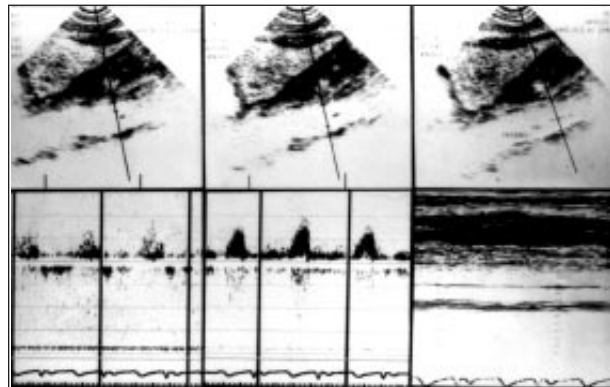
No centro e à esquerda, o Doppler demonstra maior fluxo na luz verdadeira que na falsa luz. Dissecação aórtica tipo B. À direita, o bidimensional (em cima) e o modo M (em baixo) demonstram duas luzes em aorta abdominal.
